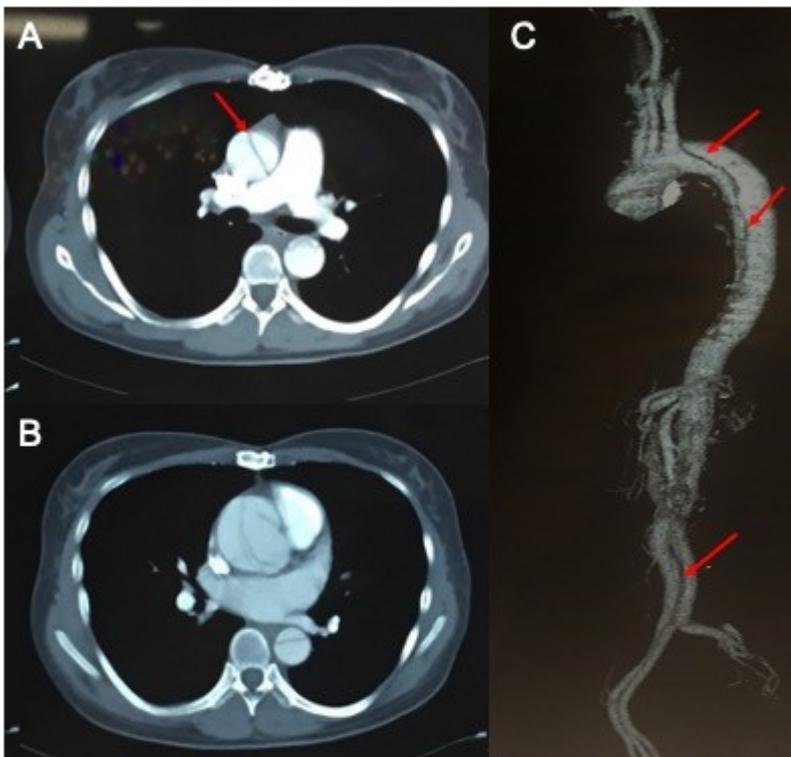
Imágenes de angio-TAC. A y B: cortes transversales donde se observa flap intimal desde la porción sinotubular (donde mide 41 mm) y se extiende a aorta tubular (42 mm), aorta torácica descendente (45 mm) hasta aorta abdominal y ambas ilíacas externas. B: reconstrucción del eje arterial donde se observa el recorrido del flap de disección.
